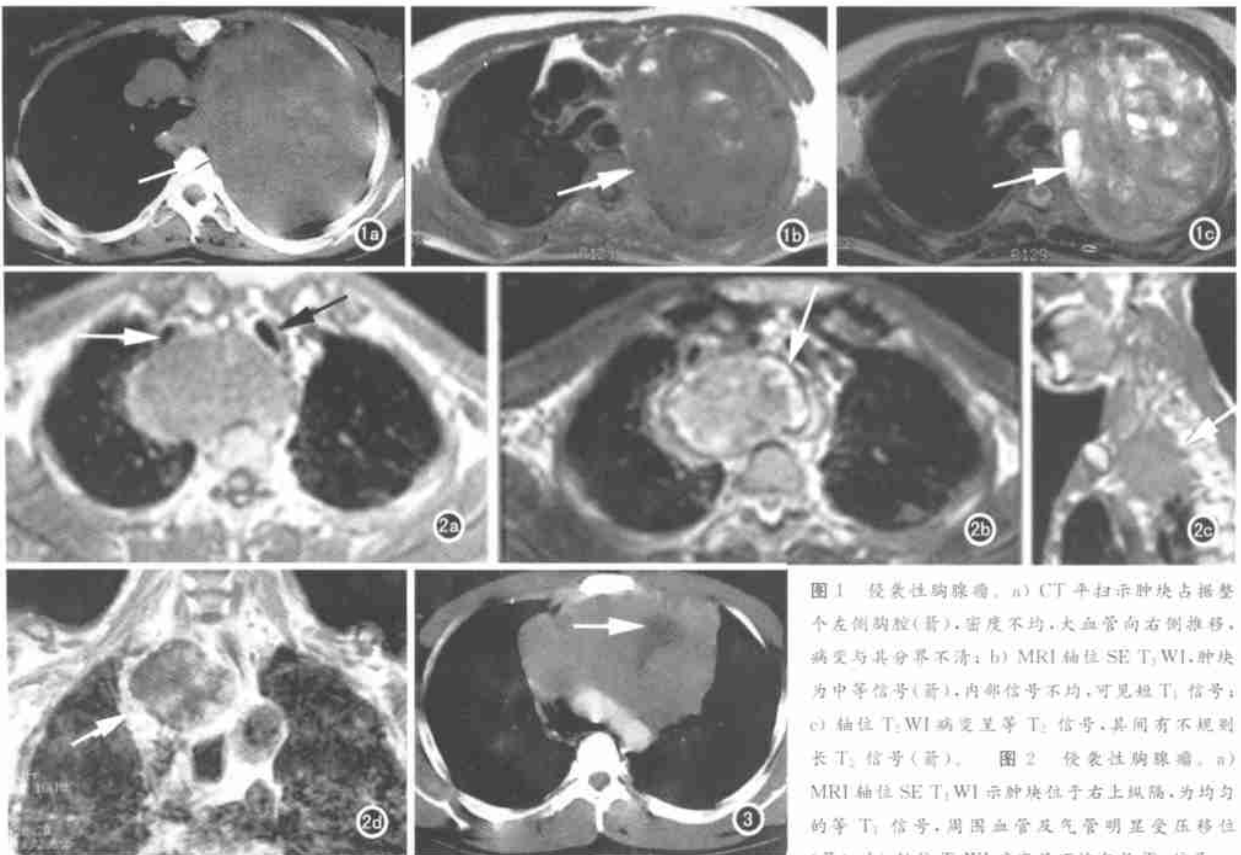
侵袭性胸腺瘤。a) CT 平扫示肿块占据整个左侧胸腔(箭), 密度不均, 大血管向右侧推移, 病变与其分界不清; b) MRI 轴位 SE T₁WI, 肿块为中等信号(箭), 内部信号不均, 可见短 T₁ 信号; c) 轴位 T₂WI 病变呈等 T₂ 信号, 其间有不规则长 T₂ 信号(箭)。图 2 侵袭性胸腺瘤。a) MRI 轴位 SE T₁WI 示肿块位于右上纵隔, 为均匀的等 T₁ 信号, 周围血管及气管明显受压移位(箭); b) 轴位 T₂WI 病变呈不均匀长 T₂ 信号;
